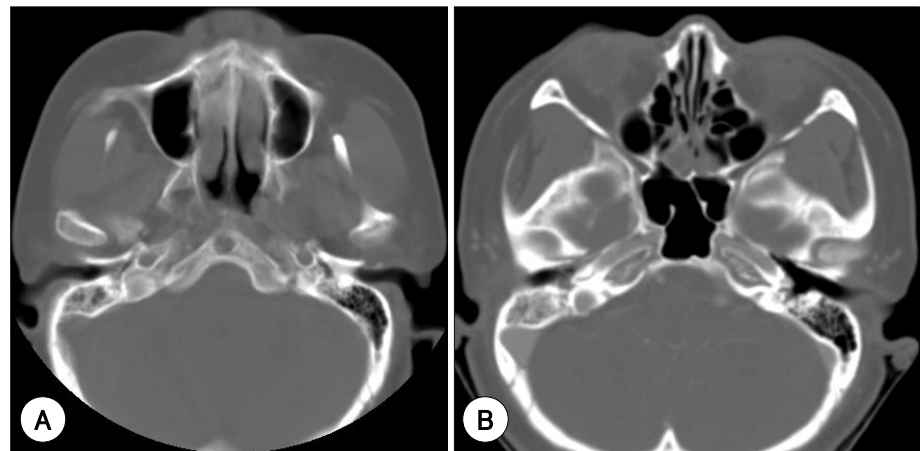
Radiologic findings Initial axial CT of PNS shows mild opacification on right middle ear cavity (A). After 4 months of axial CT of Temporal bone shows severe opacification on the right middle ear cavity (B).
